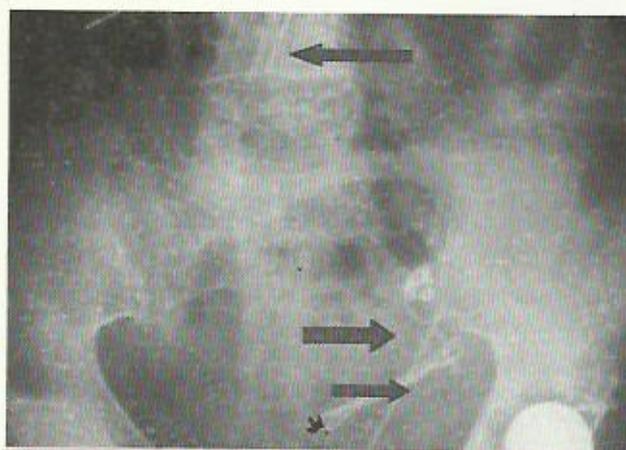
Radiografia dell'addome senza mezzo di contrasto: sono visibili numerosi corpi metallici (freccie)
